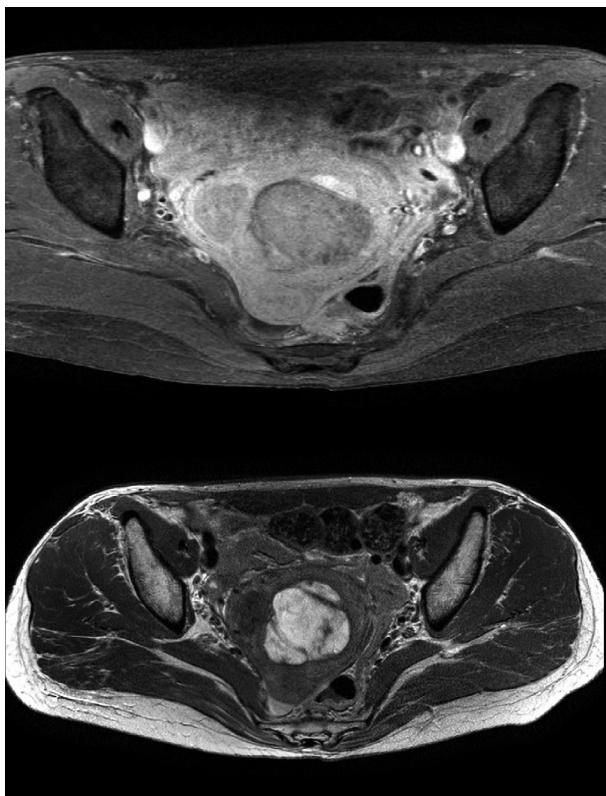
Magnetic resonance image shows multiseptated T1 and T2 high signal mass in a uterine fundus.
